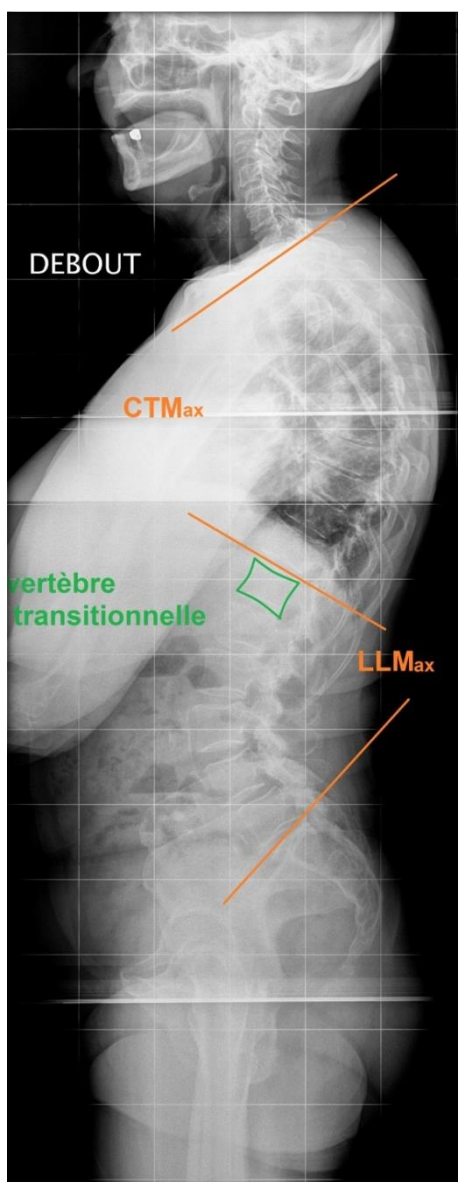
Mesures des paramètres rachidiens sur une radiographie de profil (cyphose thoracique maximale, CTmax ; lordose lombaire maximale, LLmax).
